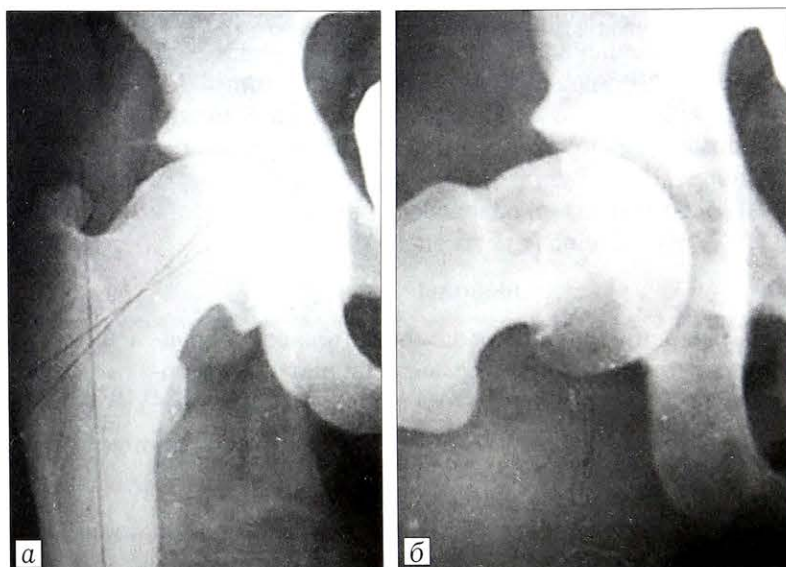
Рентгенограммы в переднезадней проекции (а) и в проекции Lauenstein (б) больного Ш. 37 лет через 23 года после операции эпифизодеза головки бедра: проявления коксартроза отсутствуют, деформация головки бедра 1-й степени, положительный симптом «сегмента». На момент операции: ЮЭГБК II стадии справа со смещением эпифиза кзади 14° и книзу 11° .
